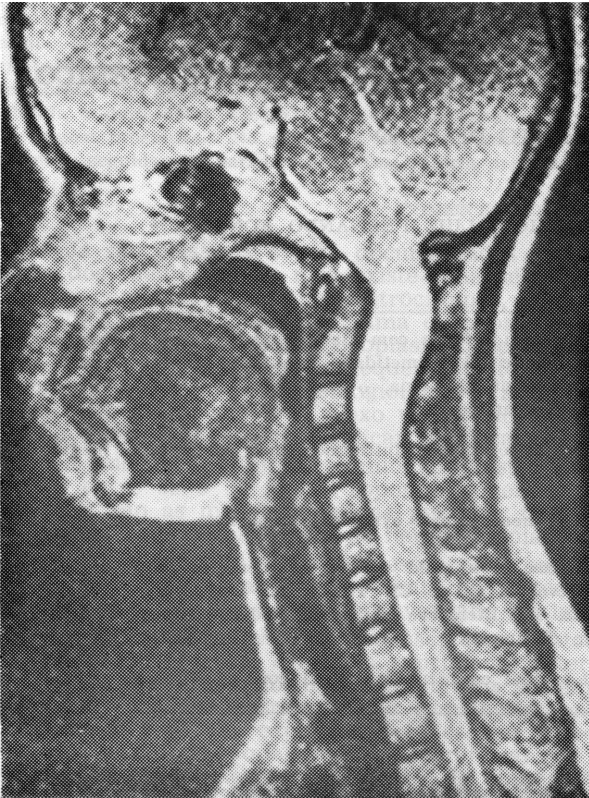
Caso CAR. Ressonância nuclear magnética.
